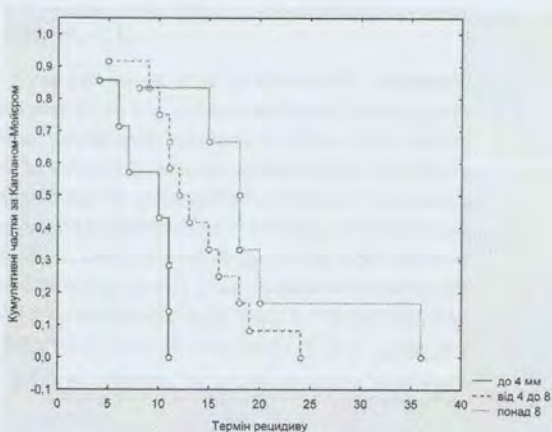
Динаміка кумулятивної частки хворих без рецидиву за розмірами вогнищ демієлінізації за даними МРТ (за Капланом-Мейером)
